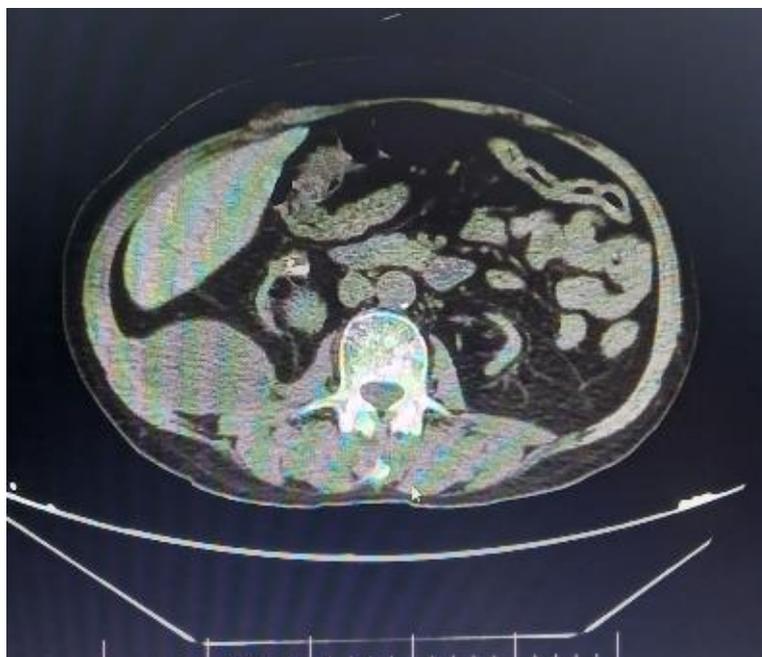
МСКТ-картина средней части ЗП.
